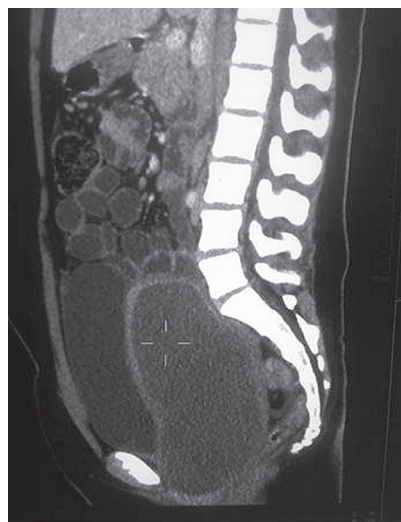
RMN de pelvis con útero didelfo, vagina septada y cérvix izquierdo hipoplásico.
